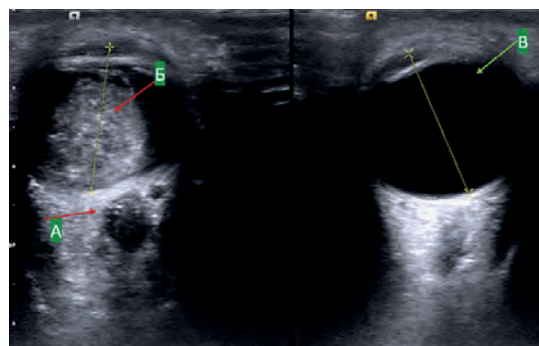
Мальчик, 2 года. УЗИ глаз. РБ с инвазией в ЗН: утолщение, неоднородное повышение эхогенности ЗН (стрелка А); структура опухоли с кальцинатами (стрелка Б); здоровый глаз (стрелка В)
